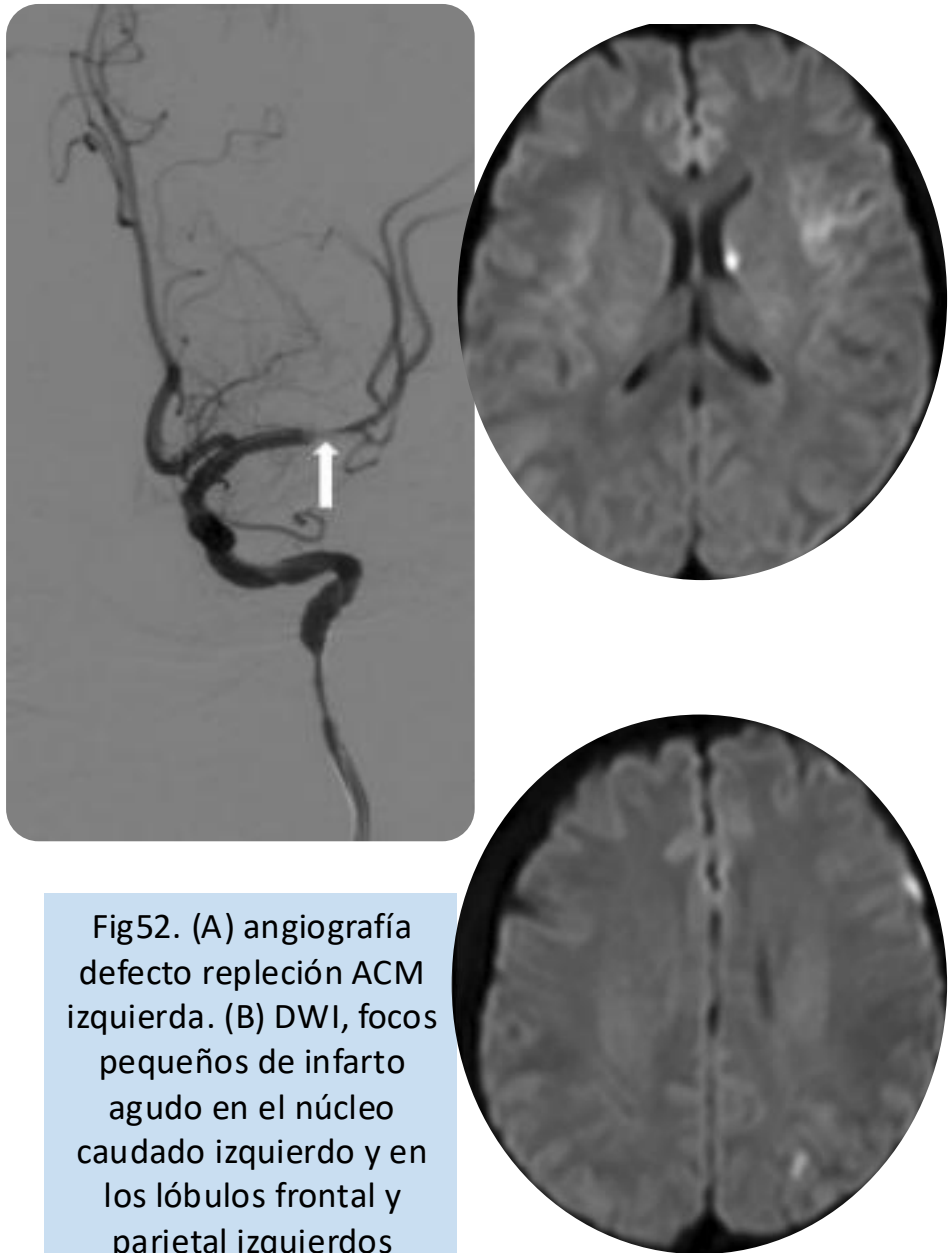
(A) angiografía defecto repleción ACM izquierda. (B) DWI, focos pequeños de infarto agudo en el núcleo caudado izquierdo y en los lóbulos frontal y parietal izquierdos
